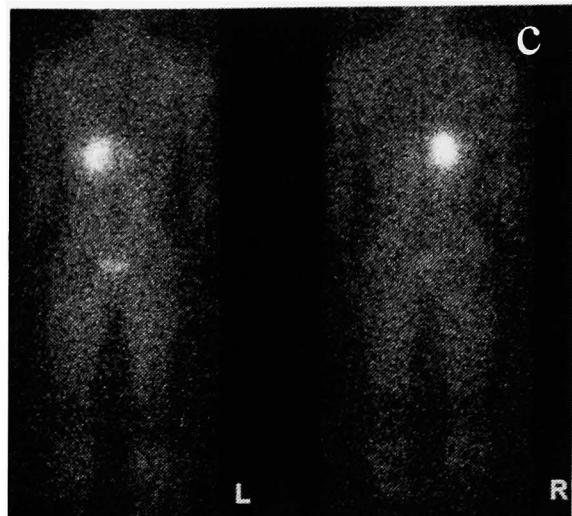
<sup>131</sup>I-MIBG scintigraphy showed remarkable tumor uptake of isotope.
